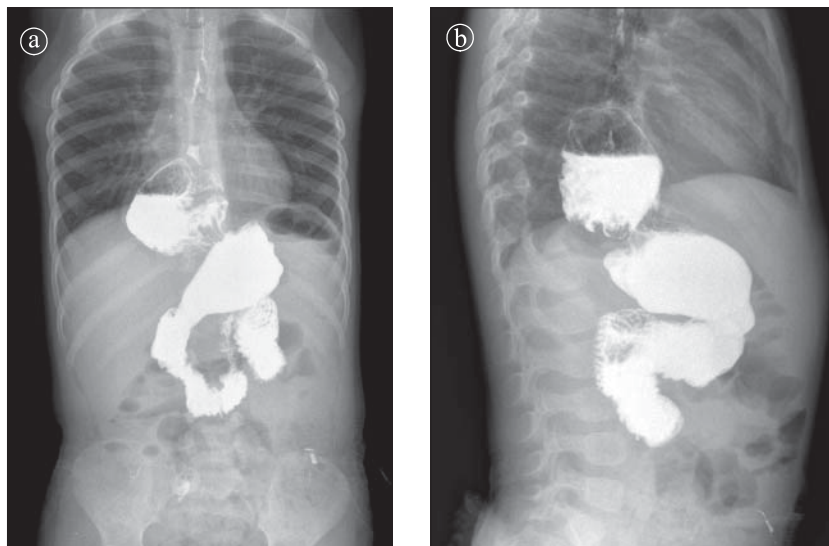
Hernie hiatală prin alunecare. Examinare cu substanță de contrast. a) Radiografie PA b) LL.
